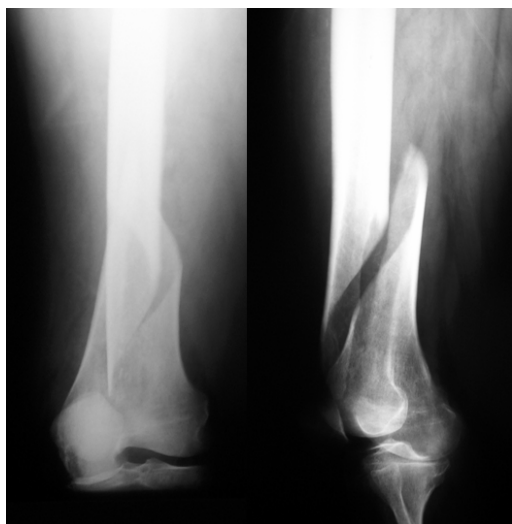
Radiografías AP y lateral de fractura cerrada espiroidea tipo 3-2-A1 en mujer de 89 años.
